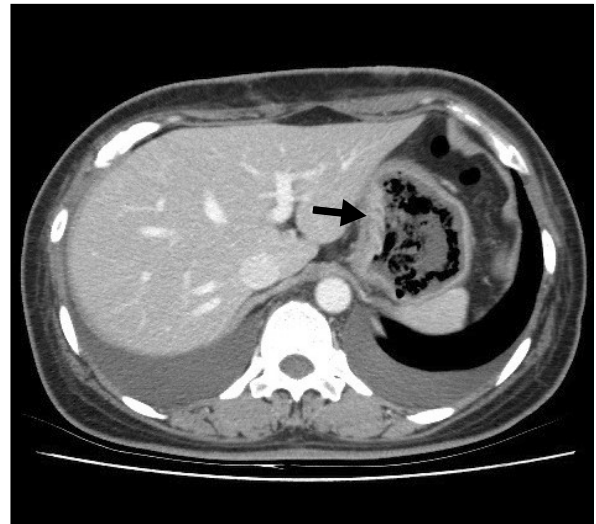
Abdominal CT finding. Irregular gastric wall thickening and air-bubble formation at gastric wall (arrow) were seen. Both pleural effusions were also found.
